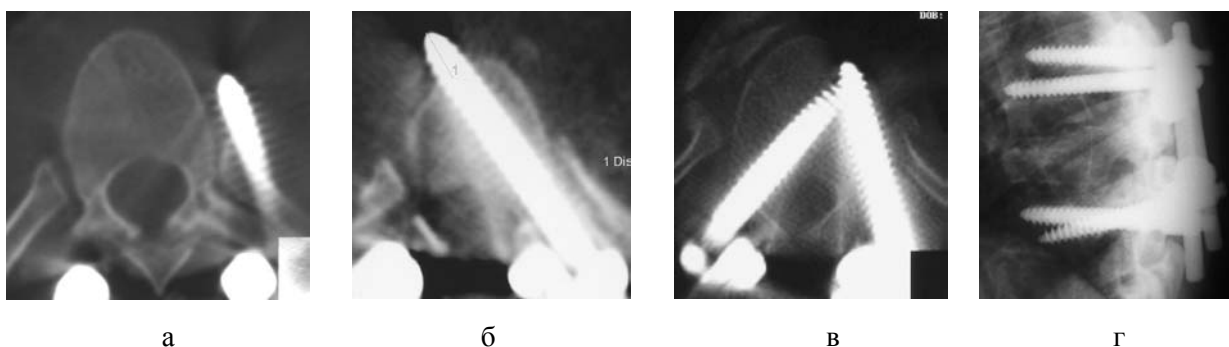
Основные варианты неправильного расположения экстрапедикулярных винтов на КТ и рентгенограммах:
